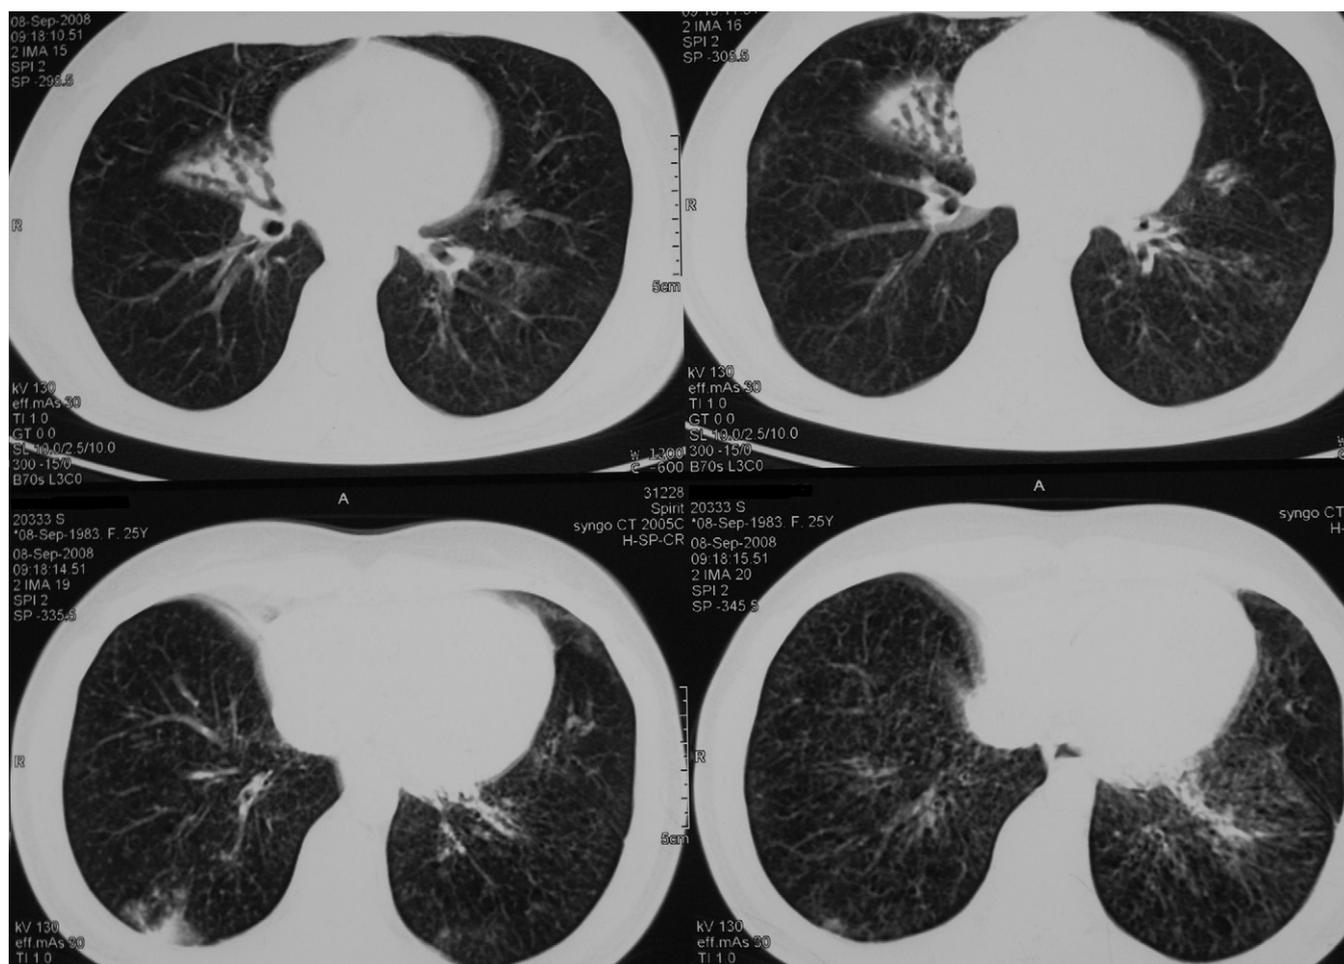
Tomografías computarizadas de la paciente.
